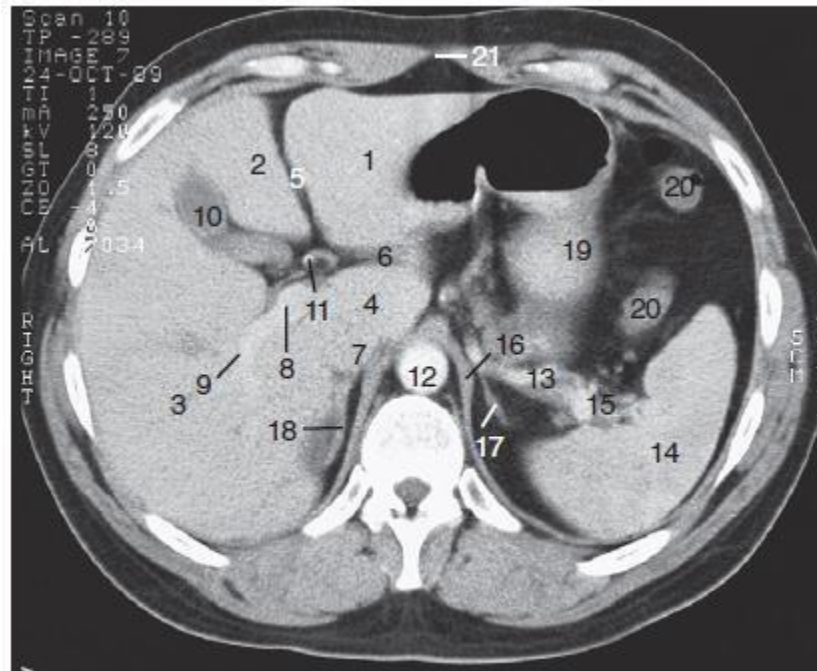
• CT abdomen: level of body of stomach (T₁₁).
